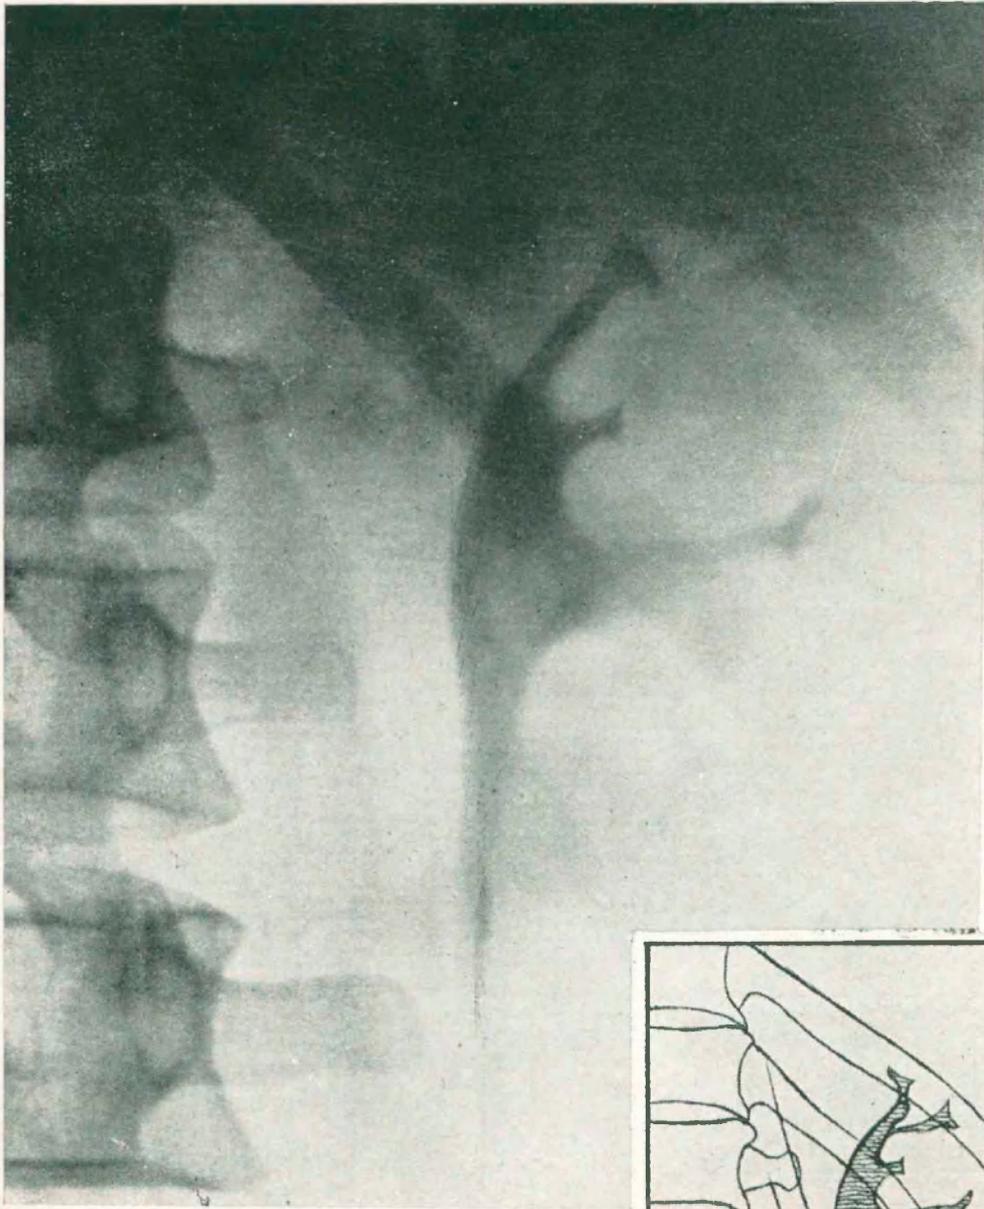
Pielografía endovenosa.* Radiografía obtenida a los 15' de terminada la inyección. *Imagen lacunar pélica, central, sin dilatación de los cálices ni de la pelvis. Buena eliminación y evacuación.*
